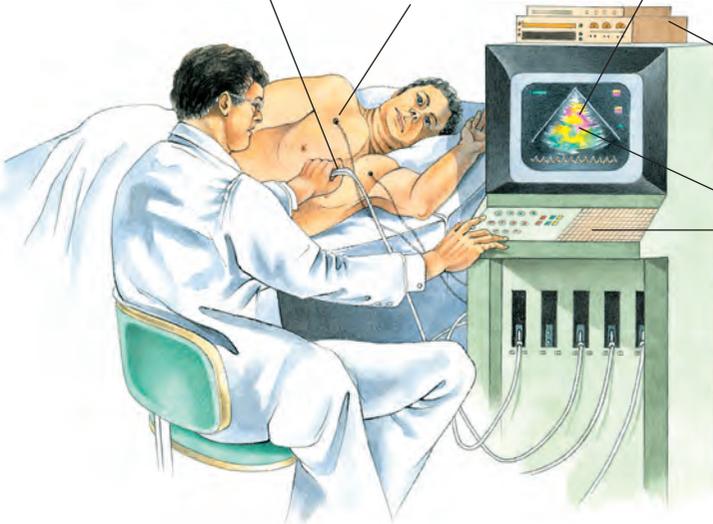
Échocardiographie
